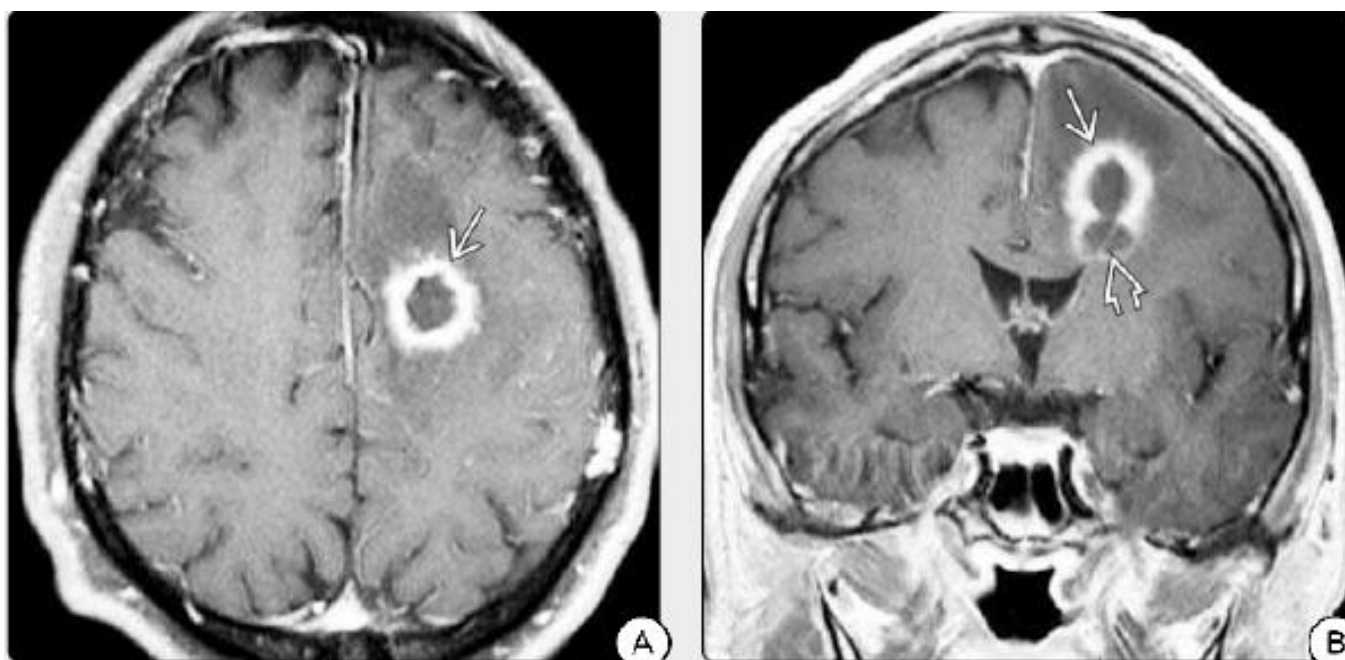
IRM cérébrale en séquence T1C+ d'un abcès au stade d'encapsulation tardive objectivant un effondrement de la cavité de l'abcès associée à un épaissement de la paroi (A). L'aspect crénelé de l'abcès est remarquable (B).
